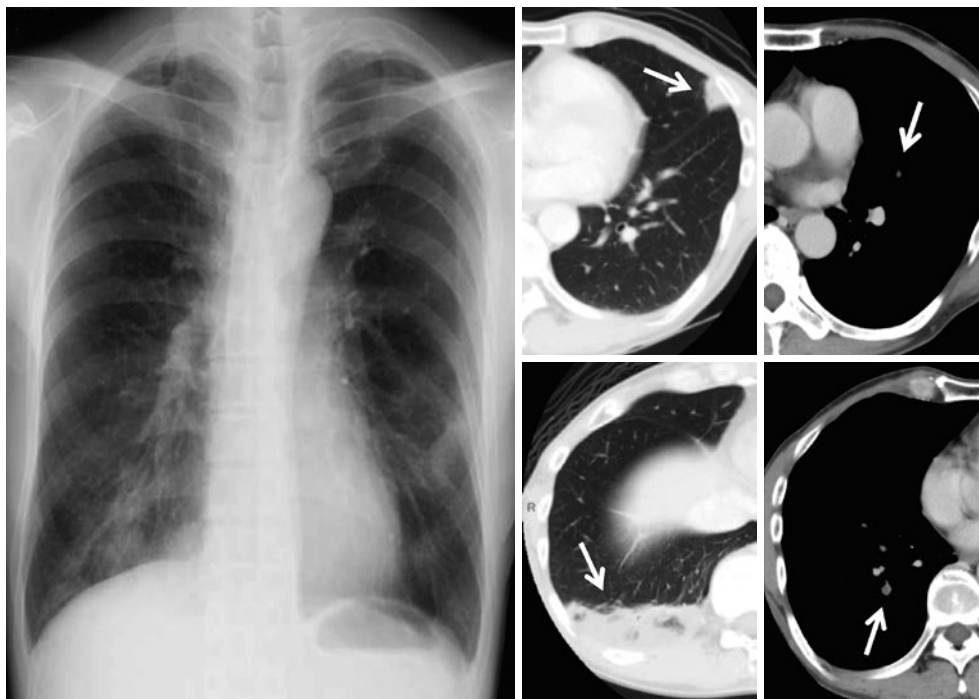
Chest X-ray film and CT scans on the 32nd day after admission show marked improvement in ground-glass shadows and pleural effusion, but remaining consolidation in the right lower lobe and in the left upper lobe (arrows). Contrast CT scan on the 32nd day after admission shows a filling defect in the right lower pulmonary artery and in the left upper pulmonary artery (arrows).
